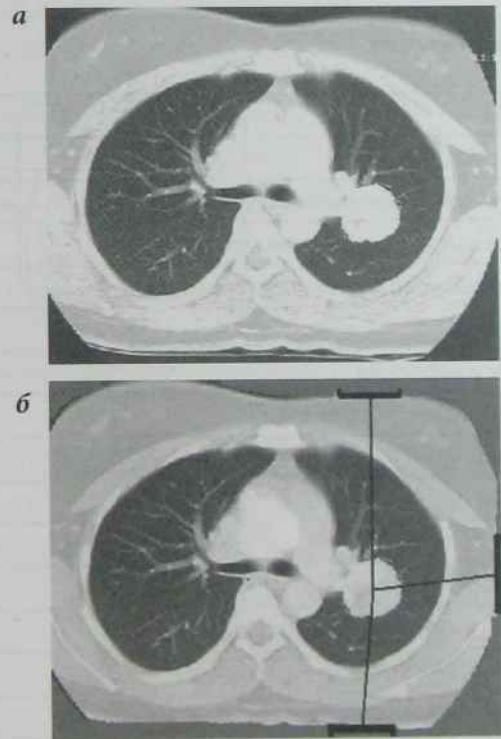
КТ грудної порожнини на рівні пухлини (а), розмітка полів опромінення на КТ-зрізі того ж пацієнта (б)
